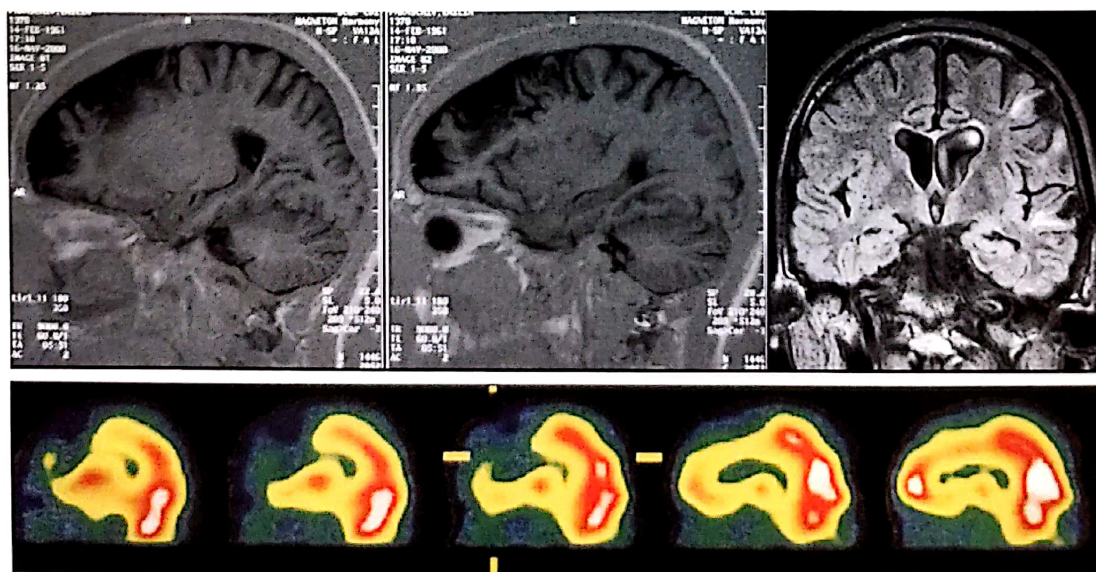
Encefalomalacie posttraumatică. *a, b.* T1. *c.* FLAIR. *d.* SPECT.
